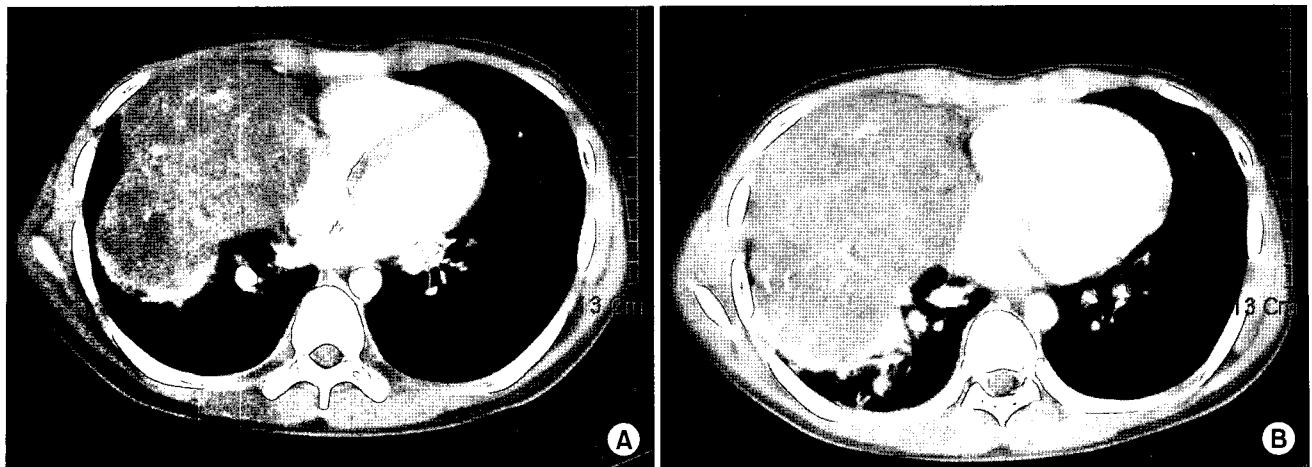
Preoperative chest CT. (A) A huge mass occupying in the right hemithorax with invasion to the right atrium. (B) Tumor mass was enlarged after chemotherapy and radiotherapy.
